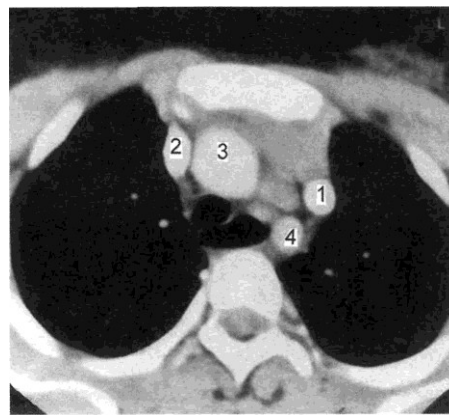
Добавочная левая верхняя полая вена. Томограмма.
